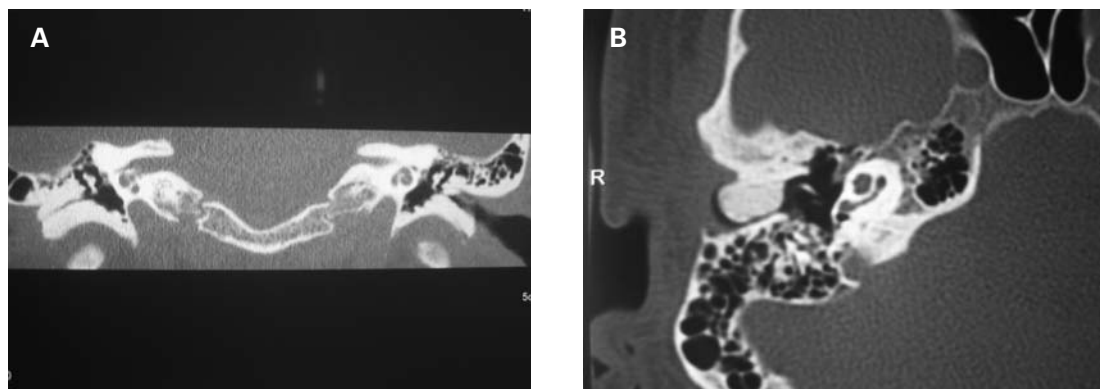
A: TC coronal que muestra una exostosis bilateral más acentuada en el oído derecho. B: TC axial con un osteoma de conducto que ocluye totalmente el conducto auditivo externo.
